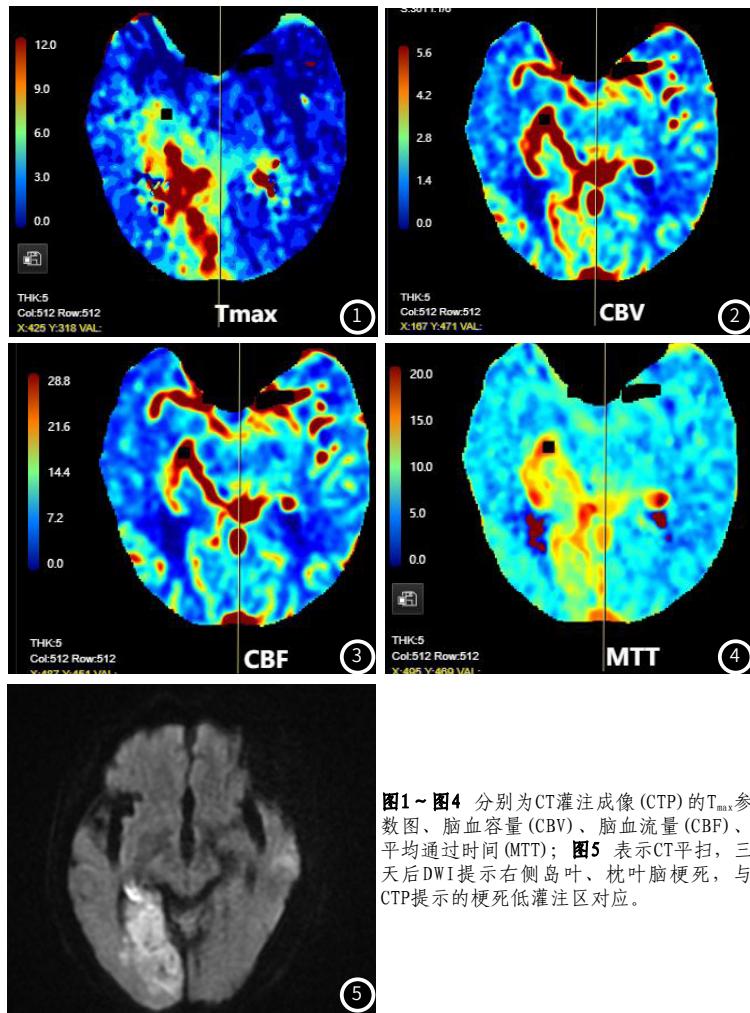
~图4 分别为CT灌注成像(CTP)的T_{max}参数图、脑血容量(CBV)、脑血流量(CBF)、平均通过时间(MTT); 图5表示CT平扫，三天后DWI提示右侧岛叶、枕叶脑梗死，与CTP提示的梗死低灌注区对应。
